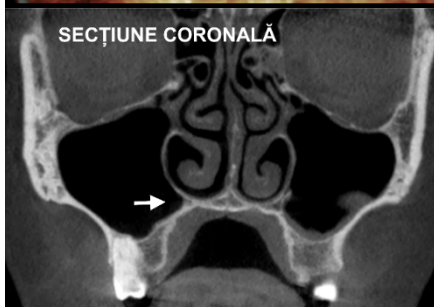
Reces palatinal al sinusului maxilar. Secțiuni CBCT coronală și axială.
